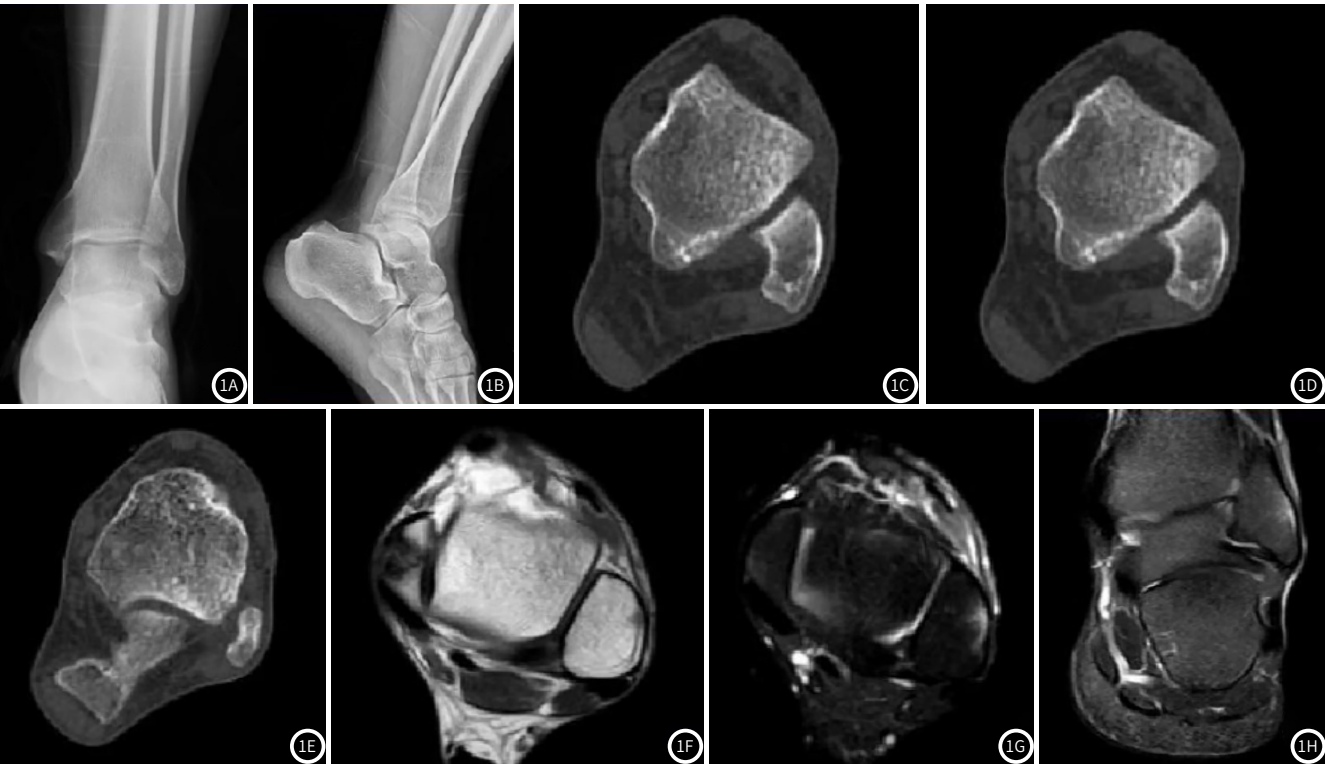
~图1B 患者女，32岁，常规X平片踝关节正侧位未见骨折现象；图1C~图1E MSCT平扫未见骨折征象；图1F MRI检查可见T₁WI踝关节斑片低信号；图1G T₂WI压脂见斑片高信号；图1H STIR见斑片高信号，提示踝关节隐匿性骨折。
